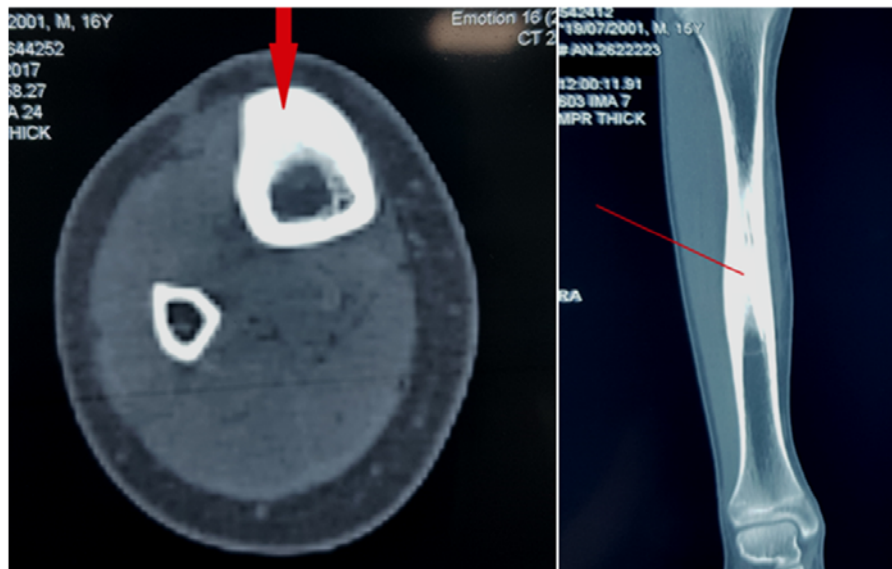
TDM coupes transversale + coronale montrant une lésion hyperdense de la diaphyse tibiale. (observation n°6)
